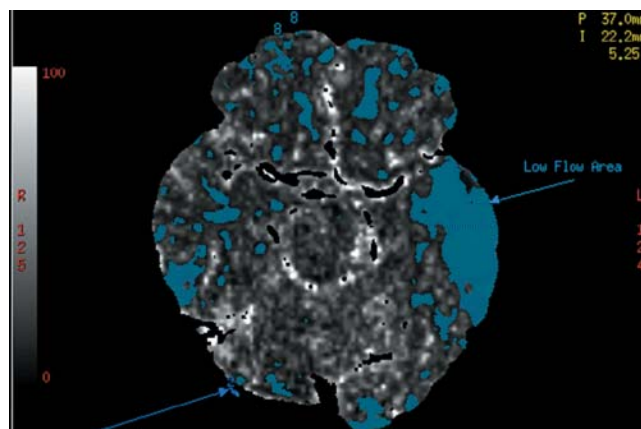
Данные перфузионной КТ, демонстрирующие большой очаг ишемии в левой височной доле
